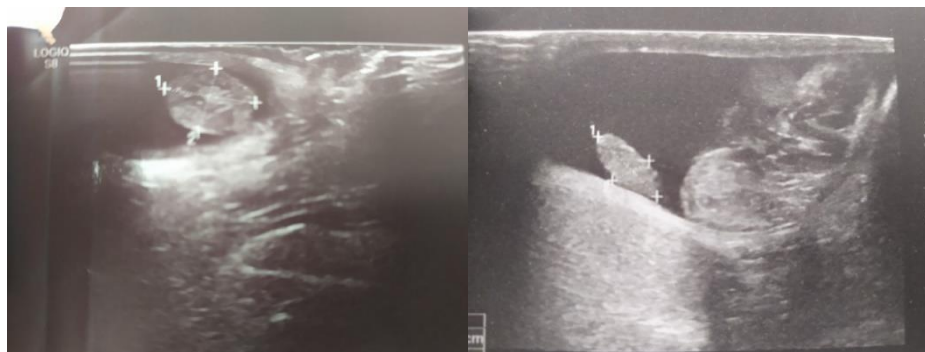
А - Больной Н, 7 лет. Длительность заболевания 22 часа. УЗИ: визуализируется гидатида неоднородной структуры размерами 11*8 мм, расположенная в полости мошонки в типичной зоне на фоне гидроцеле. Визуализируется ножка гидатиды. Б - Больной Д, 13 лет. Длительность заболевания 48 часов. Гидатида размерами 9*5 мм, неоднородной структуры, определяется отшнурованно от головки придатка на фоне вторичного гидроцеле.
